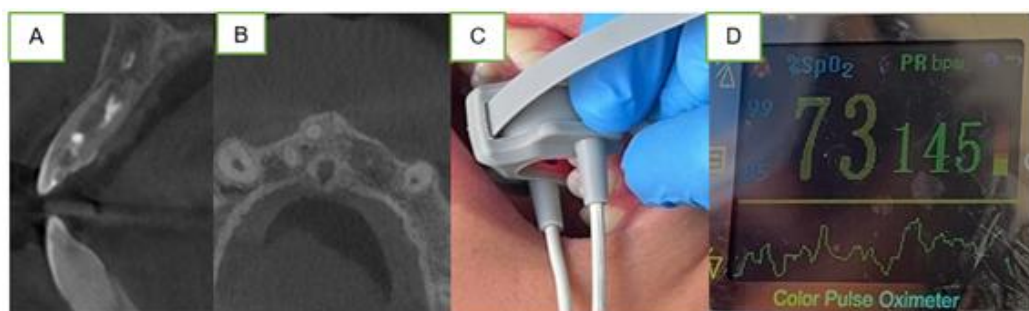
(A) tomografía, corte sagital en donde se visualiza imagen hipodensa a nivel apical (aún no se completó el cierre apical). (B) corte axial, imagen hipodensa compatible con lesión. (C) oximetría realizada en la pieza 22. (D) resultado de la frecuencia de pulso de PR 145 y un SpO₂ (saturación de oxígeno por pulsioximetría) de 73.
